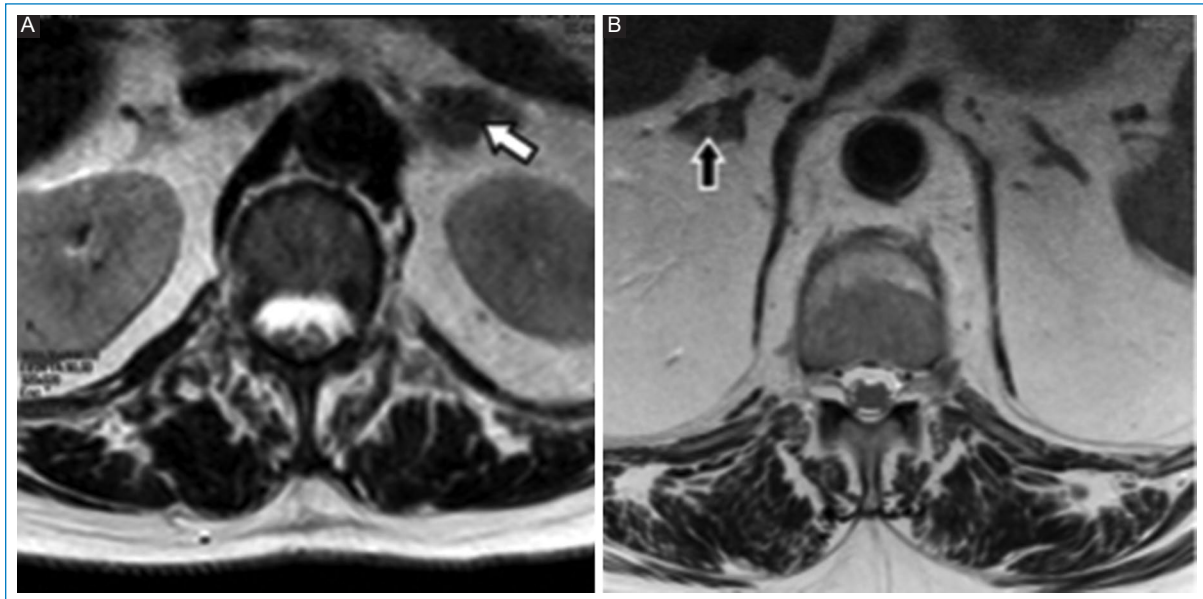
Hallazgos extrarraquídeos dorsales. RM de columna dorsal. (A y B) secuencia T2 planos axiales. Engrosamientos adrenales en dos pacientes distintos (flechas con relleno).
